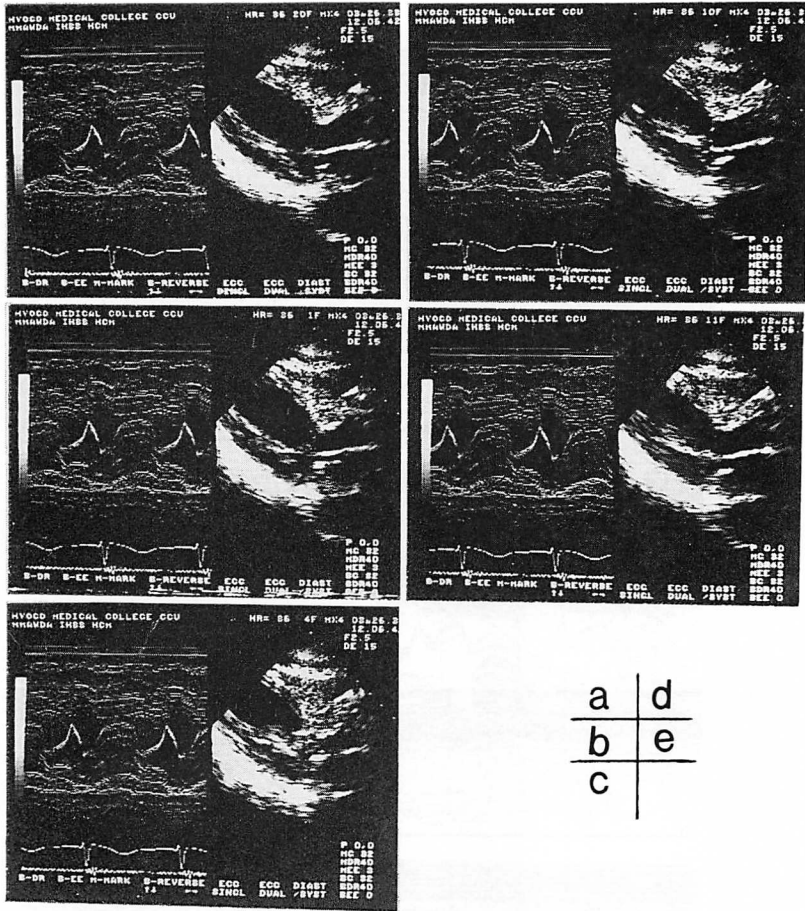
Sequential echocardiographic stop-frame images obtained during the same cardiac cycle on admission (a-e).
